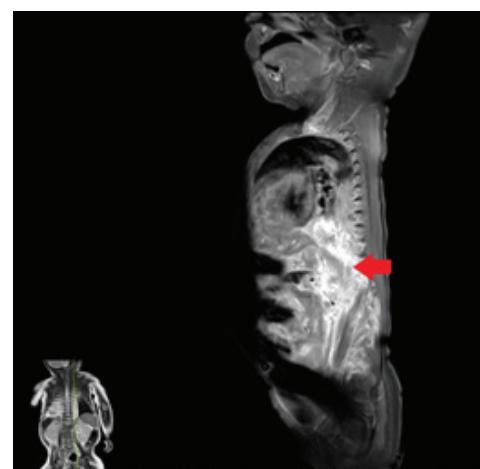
МРТ с контрастированием – забрюшинное образование
